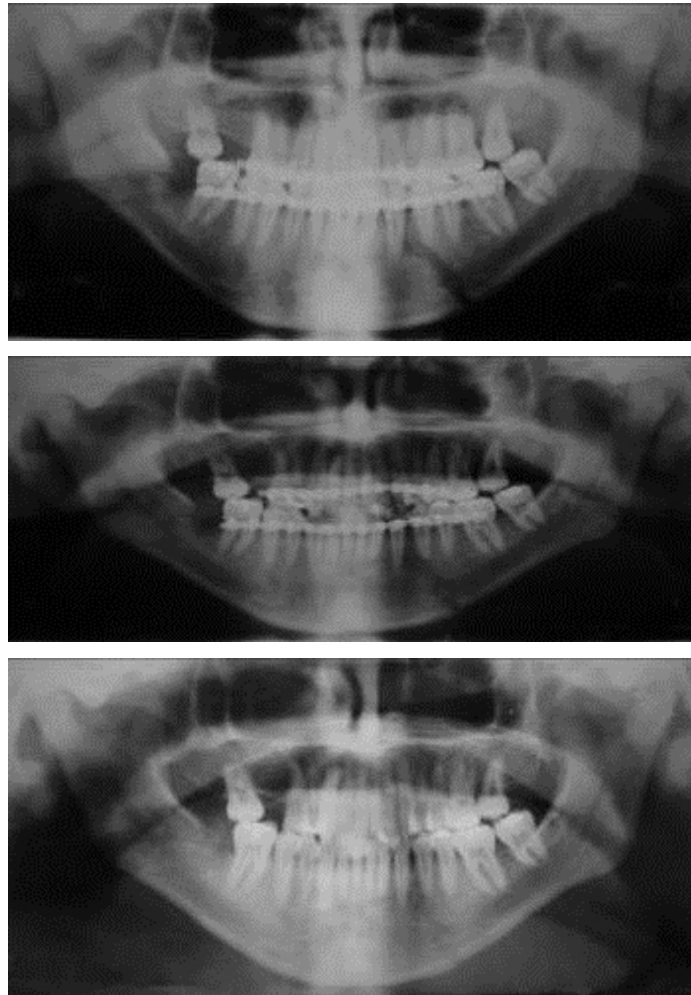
Sequência de radiografias panorâmicas após tratamento conservador da fratura de mandíbula.
